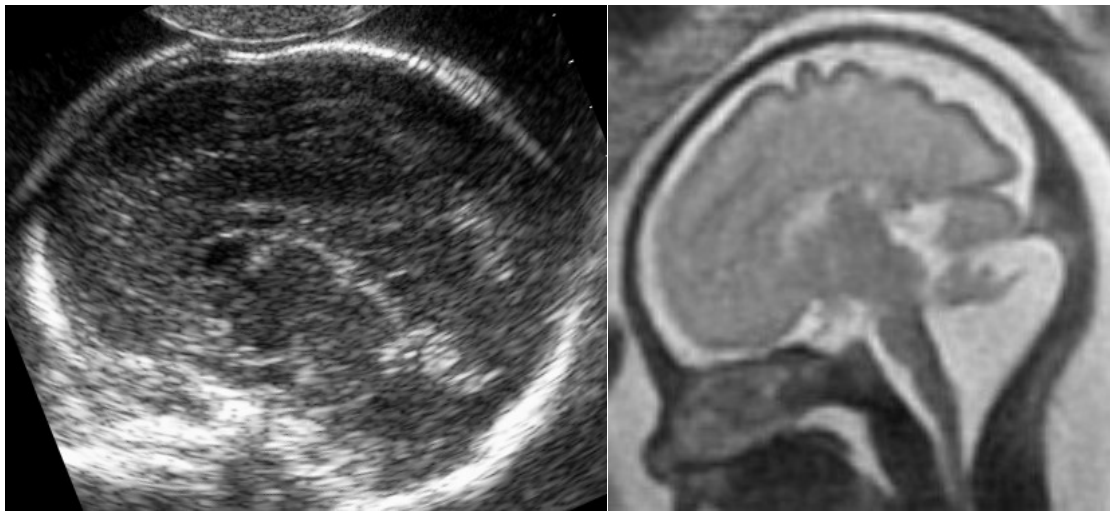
Ecografia/RMN (T2 SSFSE): Malformazione di Dandy Walker (22 settimane). Sezione sagittale
